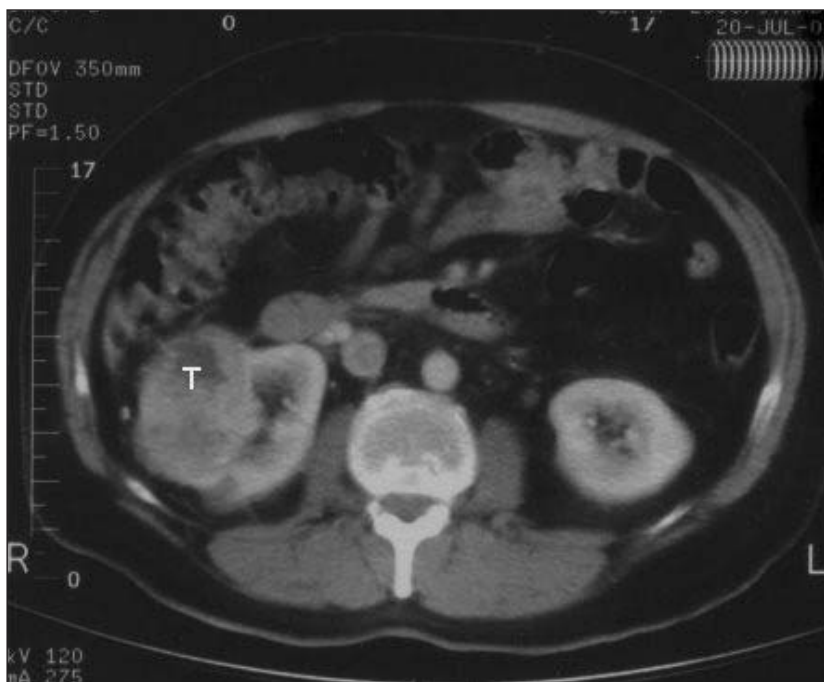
Imagem de TAC mostrando massa tumoral localizada no rim direito (indicada pela seta).
